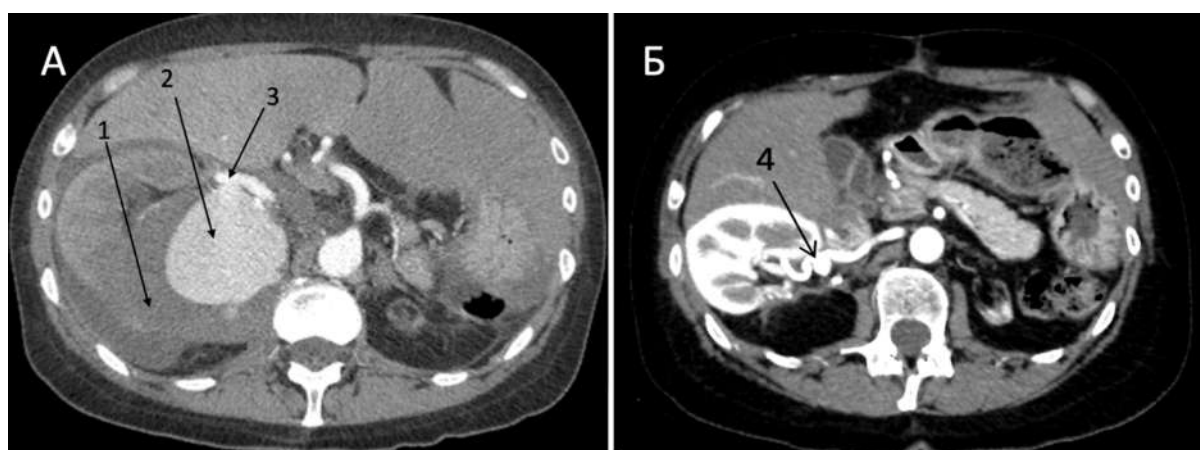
Сравнительная МСКТ-ангиограмма АПА с разрывом до (А) и после (Б) оперативного лечения (1 – забрюшинная гематома, 2 – ложная аневризма почечной артерии, 3 – фистула, 4 – аневризматическое расширение на месте вшитой заплаты).
